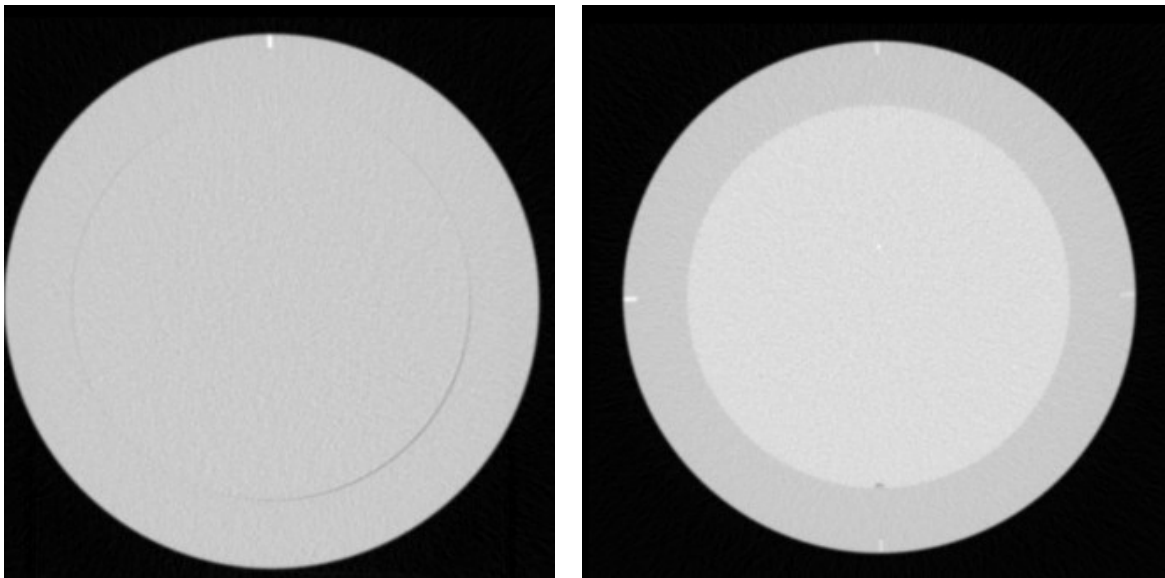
Comparaison des distances mesurées sur CT et OBI – Contrôle de qualité pelvien.
